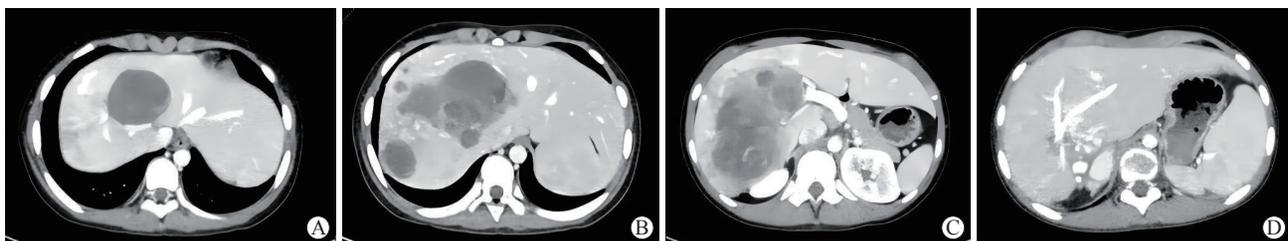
UESL 患儿 CT 影像 (病例 1)
